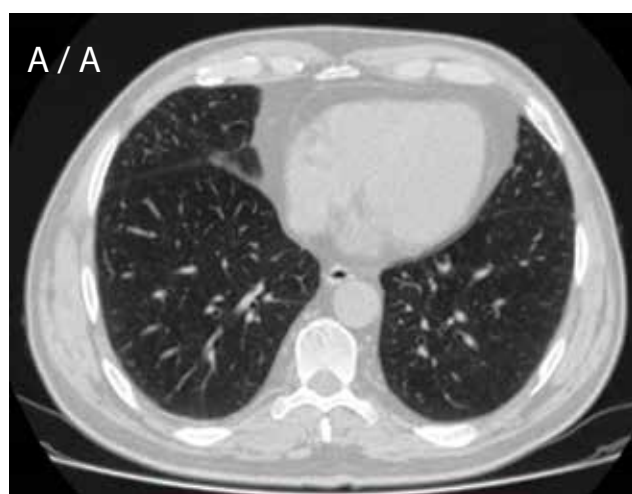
КТ ОГК, ОБП, ОМП от 09.08.2021 года: А — ранее выявляемый очаг в легких не определяется; Б — подвздошные лимфоузлы уменьшились до 11 мм
